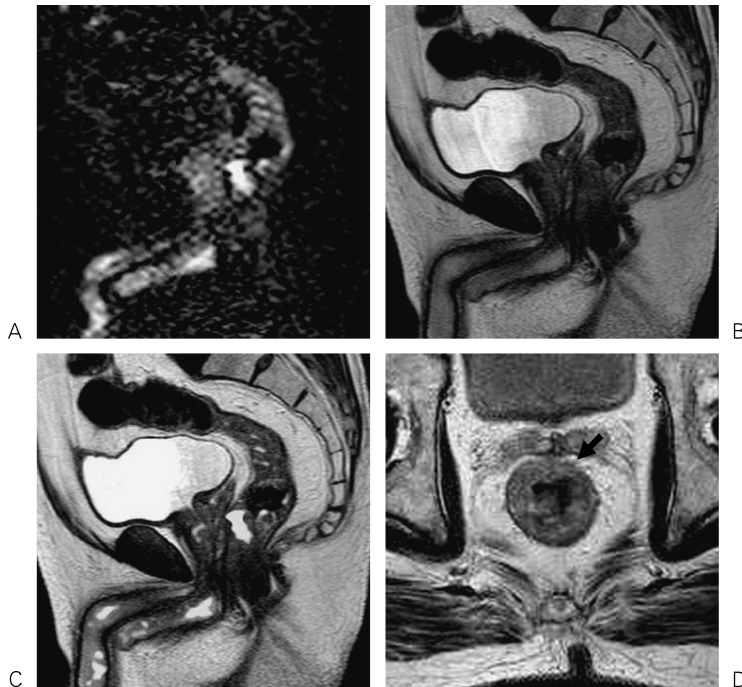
A 70-year-old male with rectal cancer in the lower third of the rectum is shown. DWI clearly depicts the tumor in the anterior wall of the rectum (A). On T_2 -TSE, the tumor can be pointed out when the findings on A is taken into consideration. However, it is very difficult to intuitively point out the tumor only on T_2 -TSE. On fusion image which is synthesized from DWI and T_2 -TSE, the location of the tumor can be grasped more correctly (C). Consequently, thin-slice T_2 -TSE which is set truly axial to the tumor is set, taking the findings of DWI into consideration. This thin-slice T_2 -TSE reveals that tumor has gotten over the muscular layer and invaded to the surrounding fat tissue (arrow) (D). Such true axial sections are hardly set without correct grasping of the tumor location using DWI.
